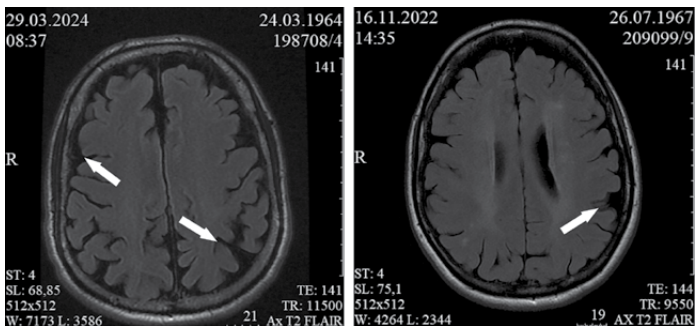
Атрофические изменения вещества головного мозга в режиме T2-WI FLAIR
